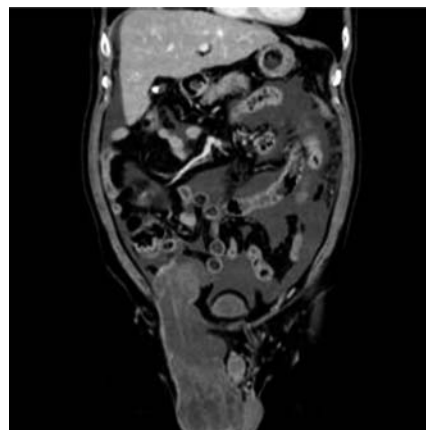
Contrast enhanced CT revealed tumor in the right inguinal canal and ascites.
